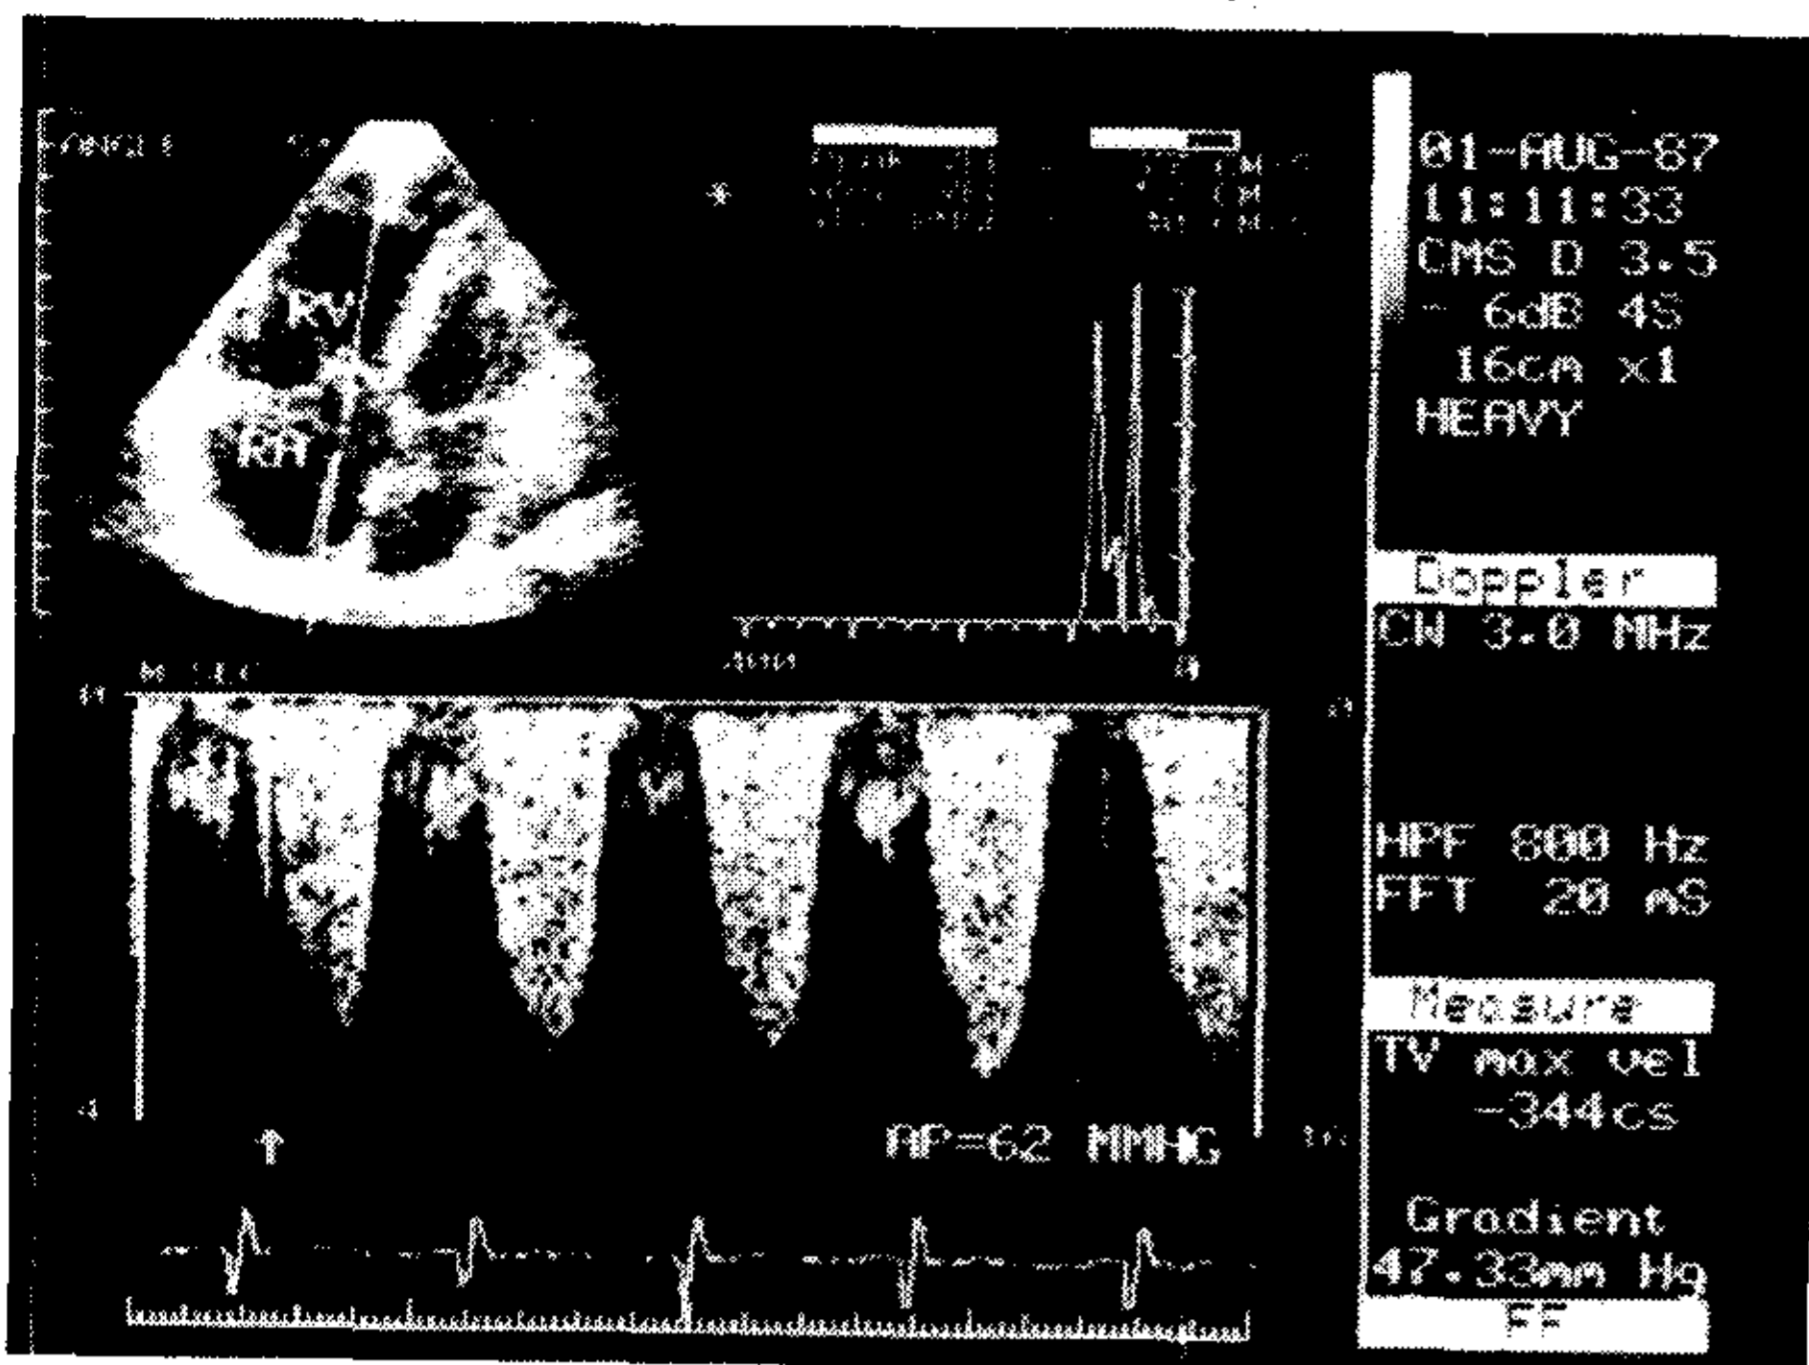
Con un transductor dúplex con Doppler continuo, a través de las cavidades derechas, se observa una señal de regurgitación tricuspídea con una muesca seguida de un pico telesistólico, con una PSAP estimada de 62 mmHg.
